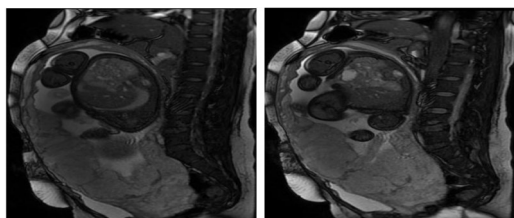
MRI示子宫肌层信号完全消失,胎盘组织与膀胱后壁分界不清,膀胱壁呈幕状改变
